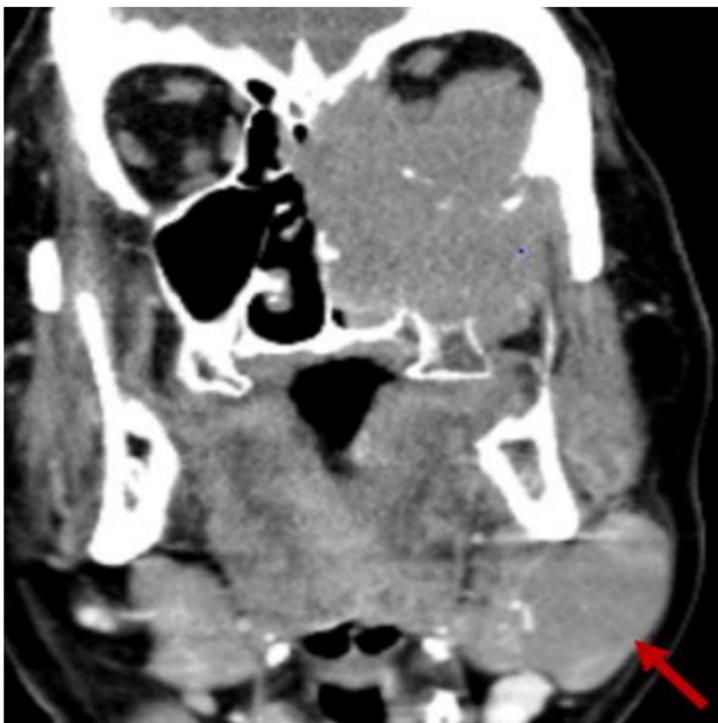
TAC Coronal con contraste. Destrucción del suelo orbitario, pared medial del seno maxilar. Adenopatía lb adyacente a la glándula submaxilar izquierda. Linfoma células B2
